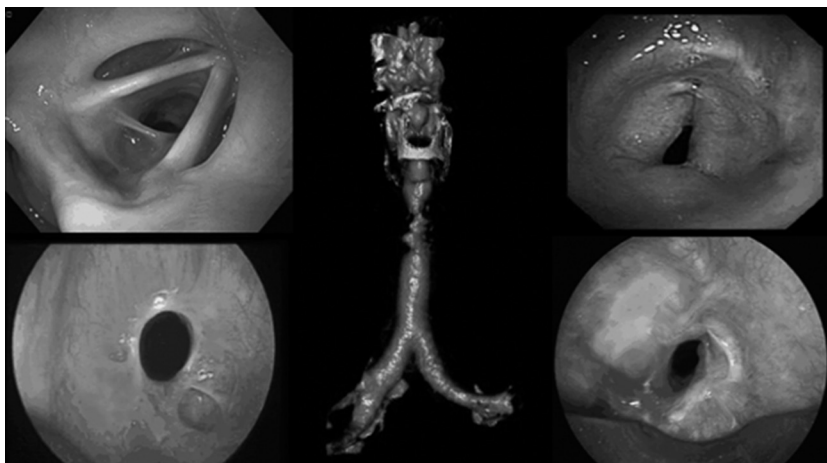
Morphologic types of laryngotracheal stenosis *Top left panel:* Eccentric LTS due to GPA involving the posterior commissure at the glottis level (McCaffrey stage IV). *Bottom left panel:* Circumferential, simple idiopathic SGS; *Middle panel:* Reconstructed 3 D CT shows a complex, hourglass PITS; *Top right panel:* triangular, A-shaped post tracheostomy stenosis just below the cricoid cartilage; *Bottom right panel:* complex, circumferential PITS; white light bronchoscopy could not identify cartilage damage; frequent recurrence was due to chondritis (malacia) identified by the radial endobronchial ultrasound. LTS: laryngotracheal stenosis; GPA: granulomatosis with polyangiitis; SGS: subglottic stenosis; CT: computed tomography; PITS: post intubation tracheal stenosis; PTTS: post tracheostomy tracheal stenosis.
